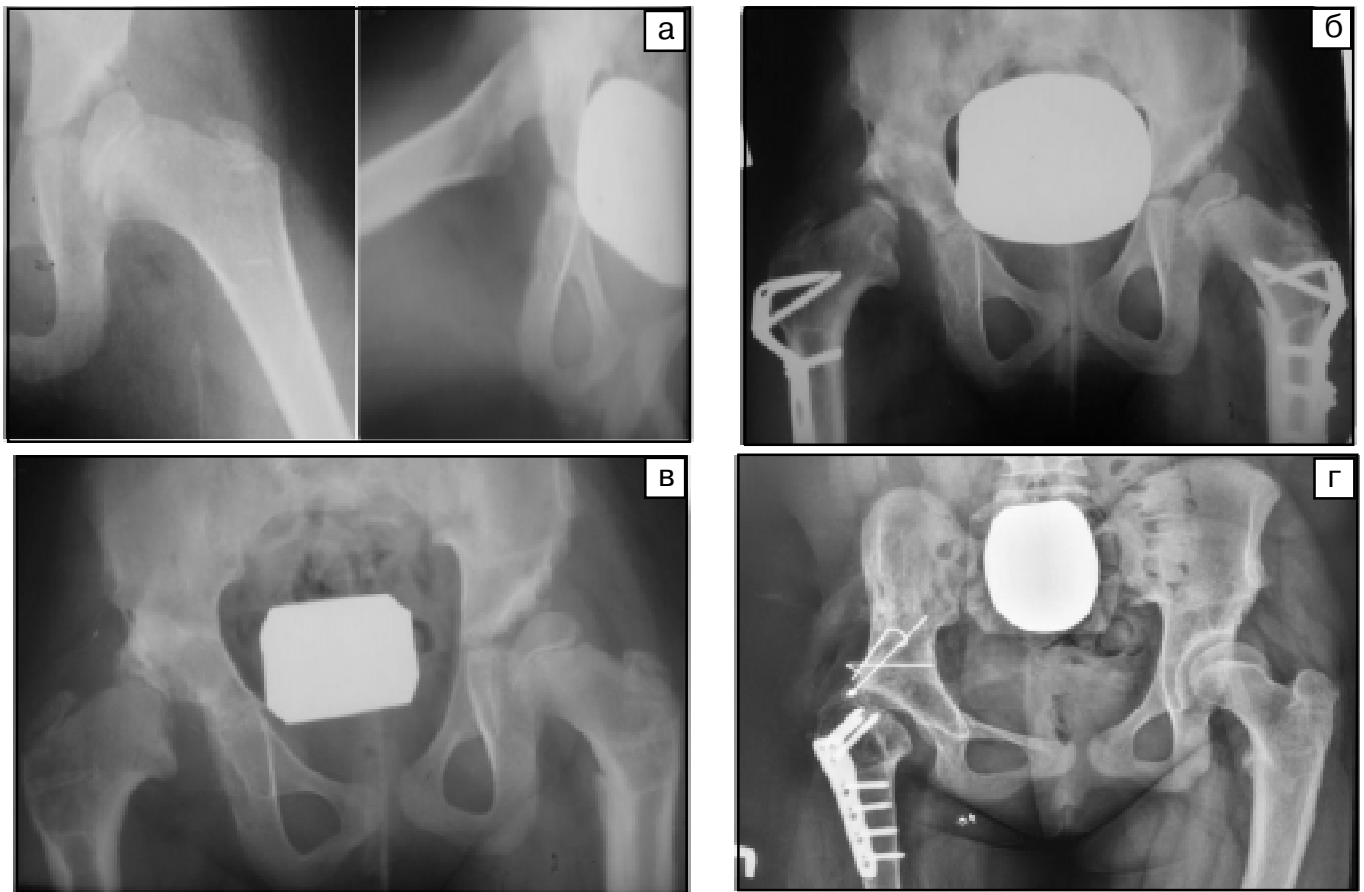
Рентгенограми кульшових суглобів і таза дівчинки П., 6 р.: а — двобічна дисплазія кульшового суглоба, вивих правого, підвивих лівого стегна, AI D = 62°, S = 40°; доопераційна рентгенограма; б — через 1 р. 4 міс. після операції справа (остеотомія таза, міжвертлюгова остеотомія стегнової кістки) і 1 рік — зліва (міжвертлюгова остеотомія стегнової кістки). Зберігається підвивих правого стегна, визначаються ознаки асептичного некрозу голівки стегнової кістки; в — через півроку є підвивих стегон, більше правого, ознаки асептичного некрозу голівки стегнової кістки справа; г — через 7 років (хворій 14 років) — стан після повторного хірургічного втручання справа, децентрація стегна назовні, голівка стегнової кістки зменшена у висоті
